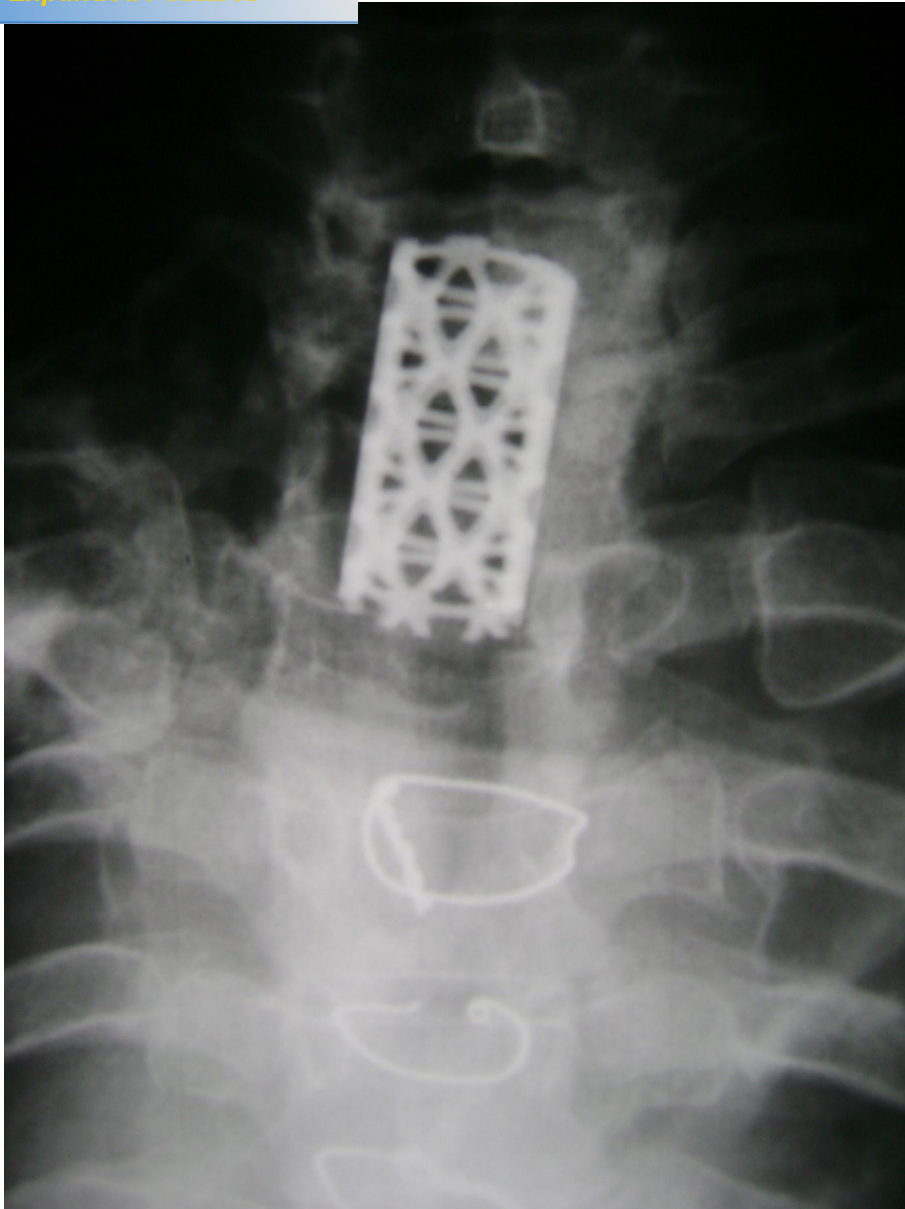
Image d'une radiographie standard de face post opératoire du rachis dorsal montrant la cage « Pyramesh en place ».
